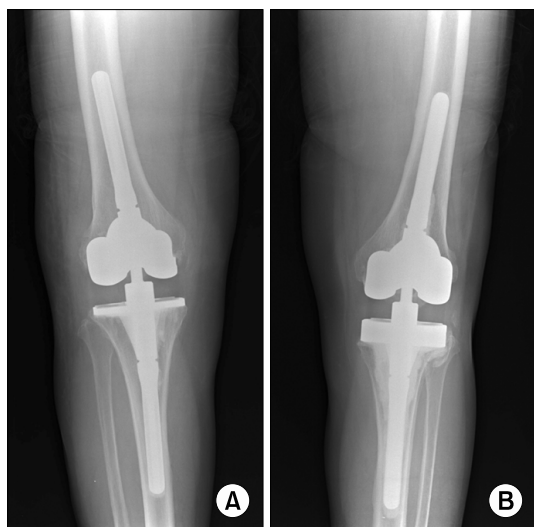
Both knee X-rays showed no signs of infection such as loosening, or osteolysis. (A) Right knee and (B) left knee X-rays.
